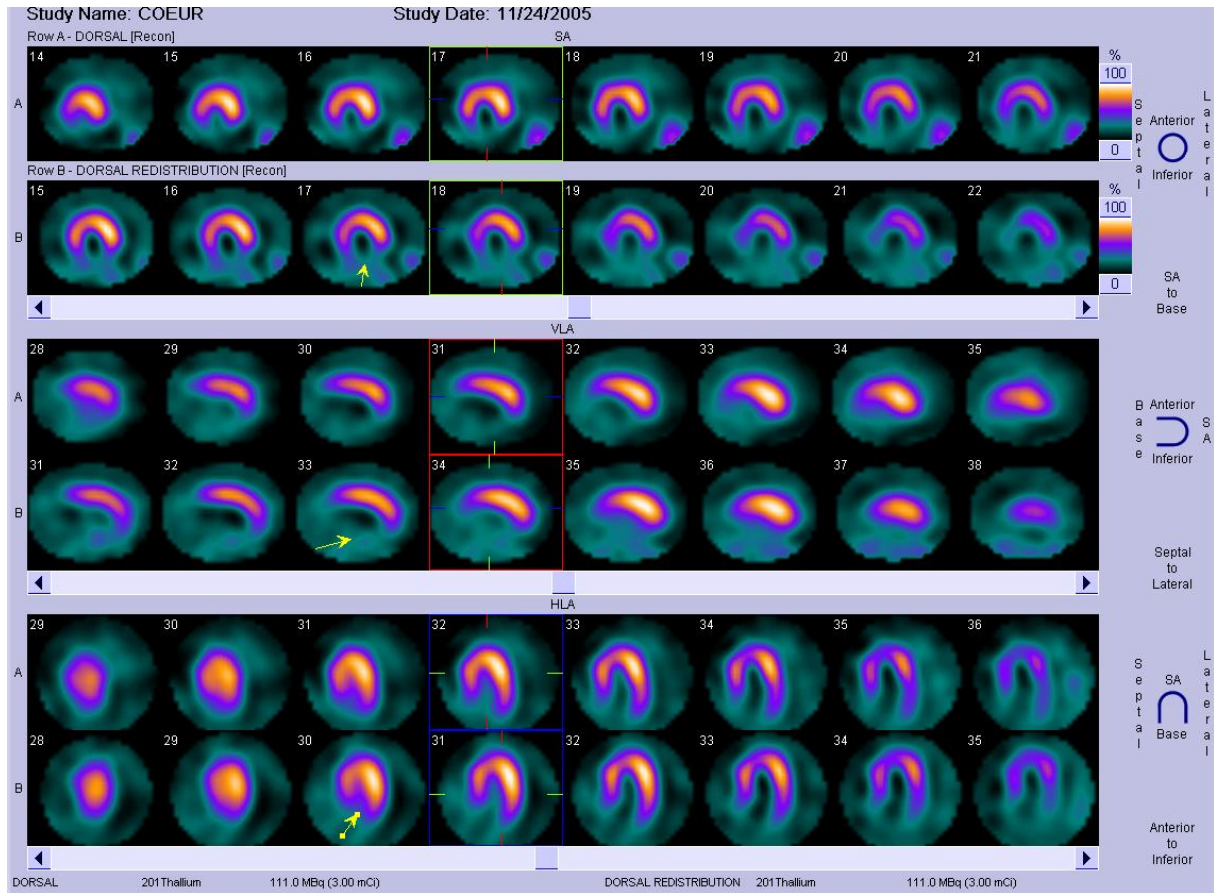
Patient âgé de 55 ans , tabagique chronique et diabétique. IDM du myocarde inférieur compliqué d'un BAV régressif et choc cardiogénique. Présente des lésions tritronculaires avec occlusion de la coronaire droite et de l'interventriculaire antérieure. Une tomoscintigraphie au thallium201 (3 mCi) a été réalisée pour la recherche d'une viabilité myocardique. Acquisitions réalisés au repos à 15 min, 3h puis 18h. Les images précoces retrouvent une absence de captation au niveau de l'ensemble de la paroi inférieure et une hypocaptation au tiers inférieur de la paroi latérale et du septum. Les images tardives ne montraient aucune amélioration signant l'absence de viabilité myocardique du territoire inférieur.
